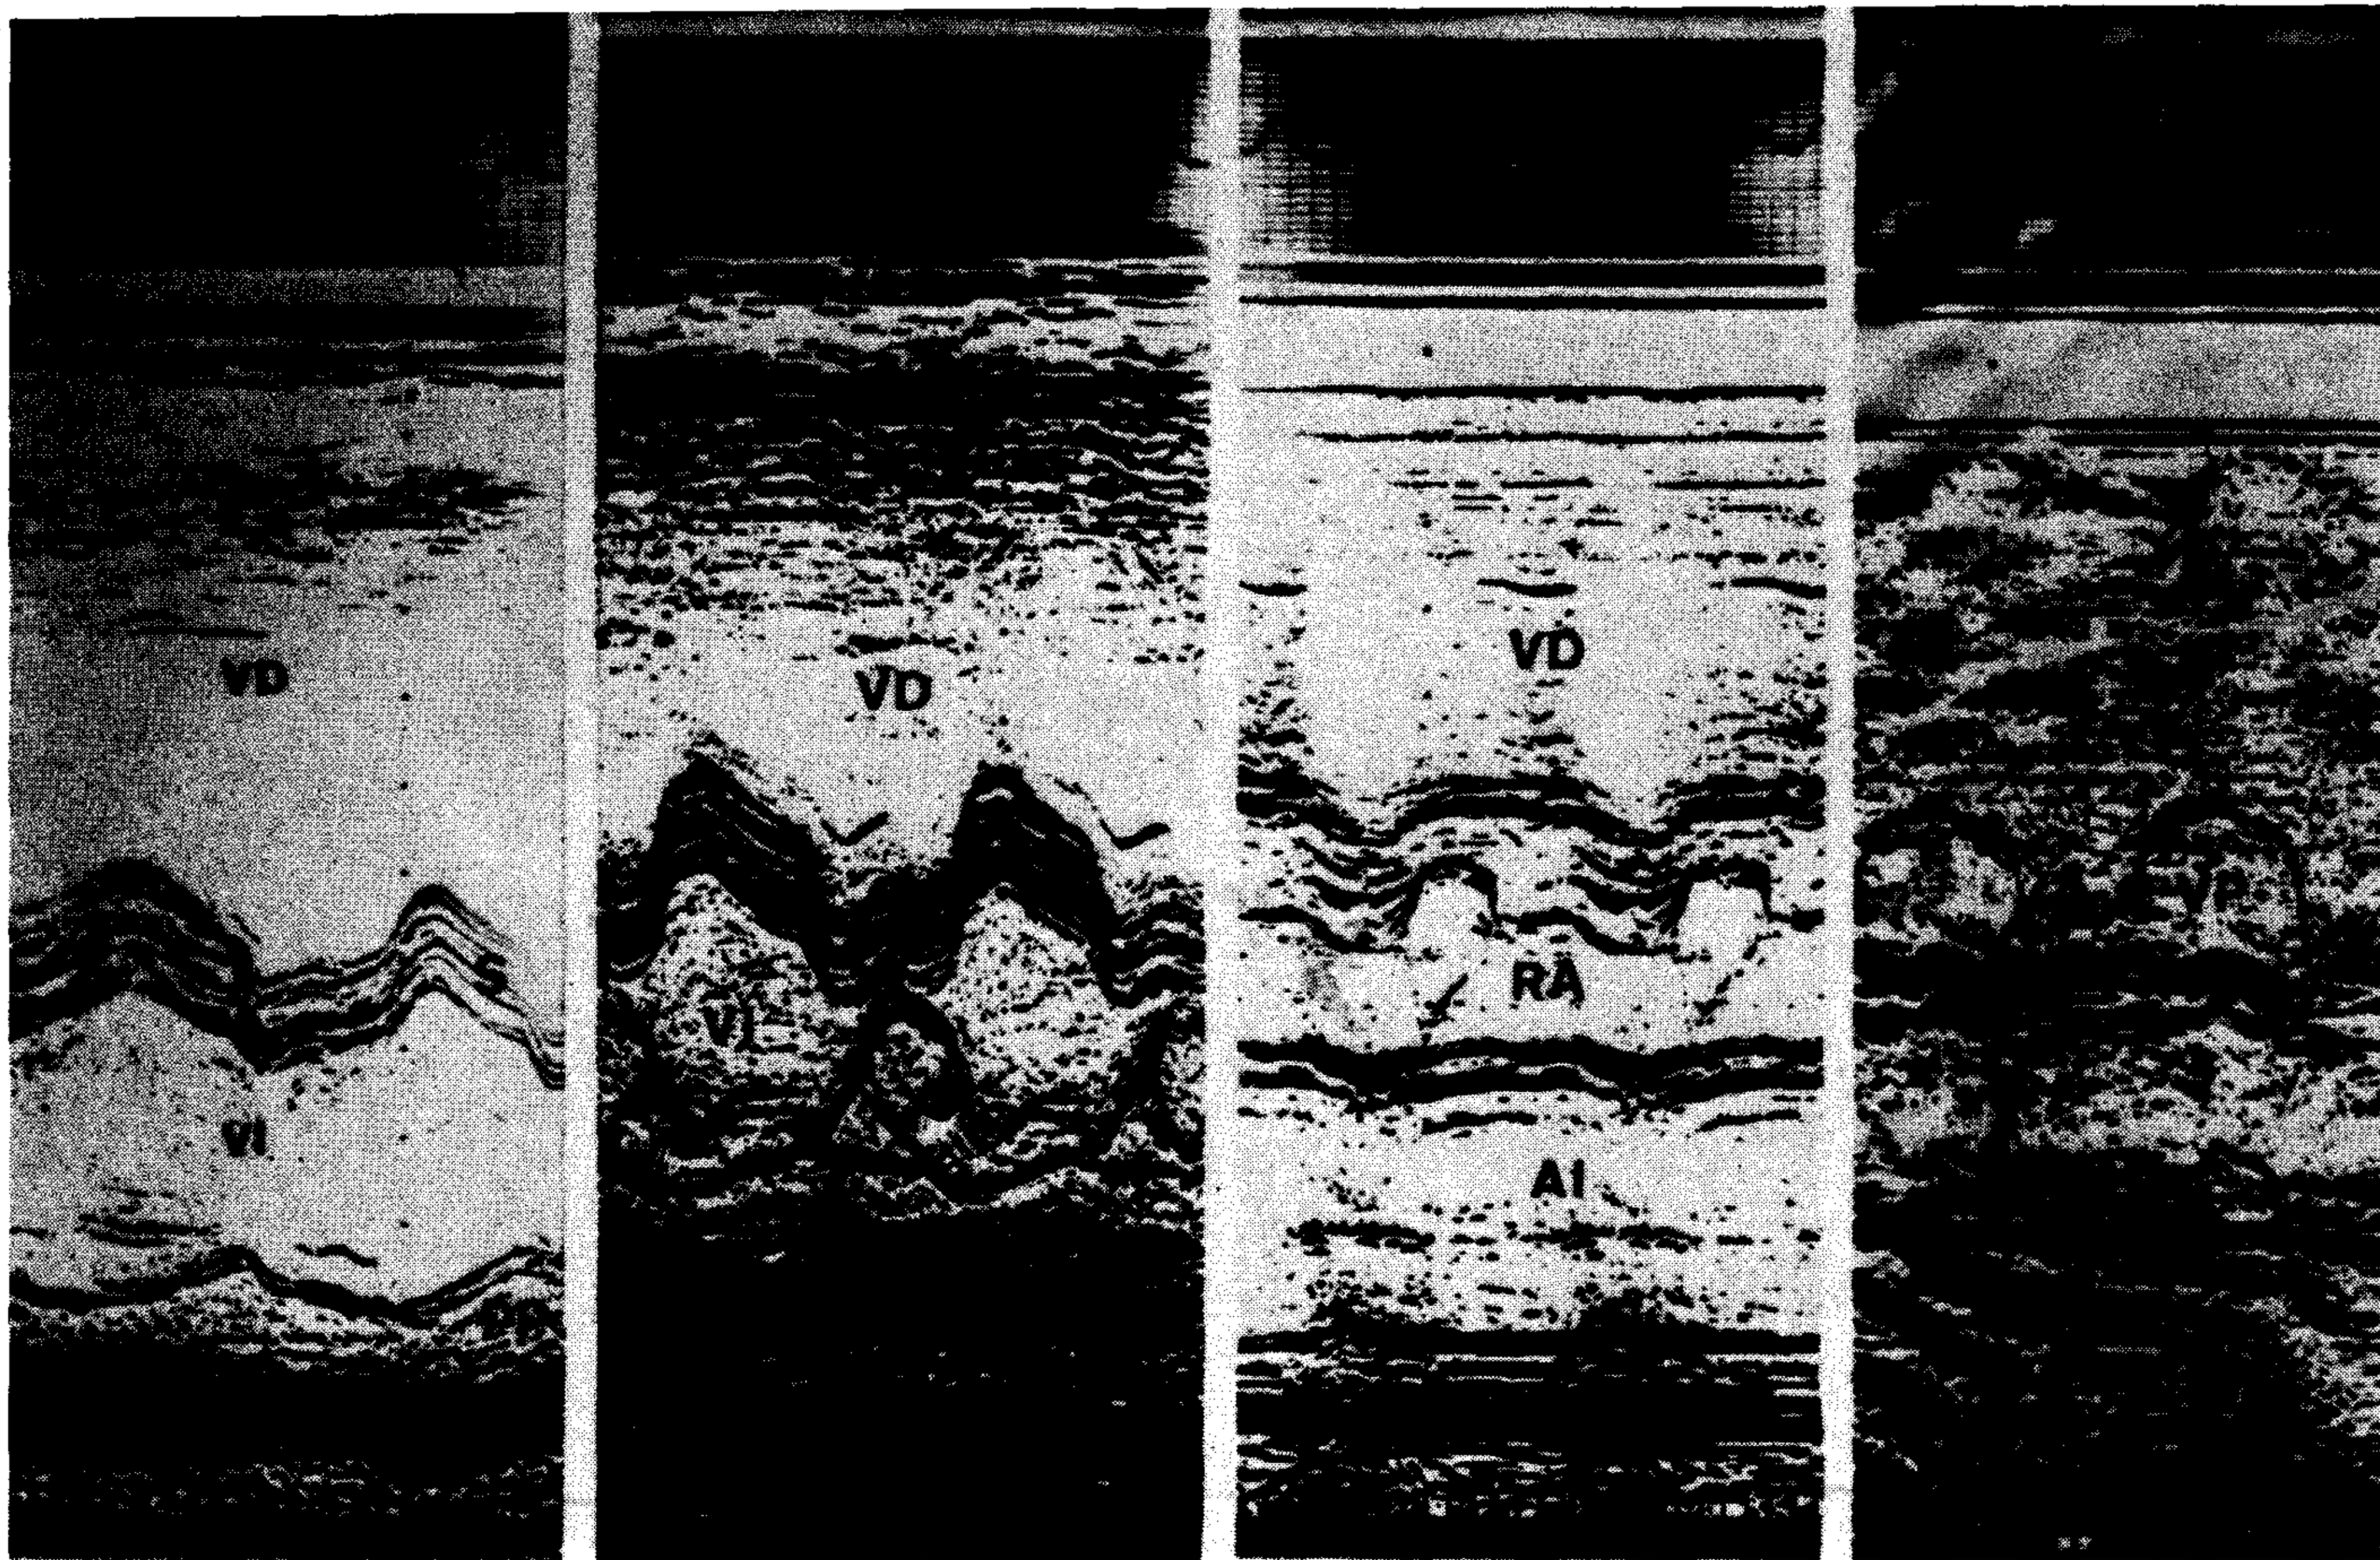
Ecocardiograma modo M: planos ventricular, mitral, aórtico y pulmonar, de izquierda a derecha. VD: cavidad ventricular derecha. VI: cavidad ventricular izquierda; S: septum interventricular; PP: pared posterior ventricular izquierda; RA: raíz aórtica; AI: aurícula izquierda; VP: válvula pulmonar.
